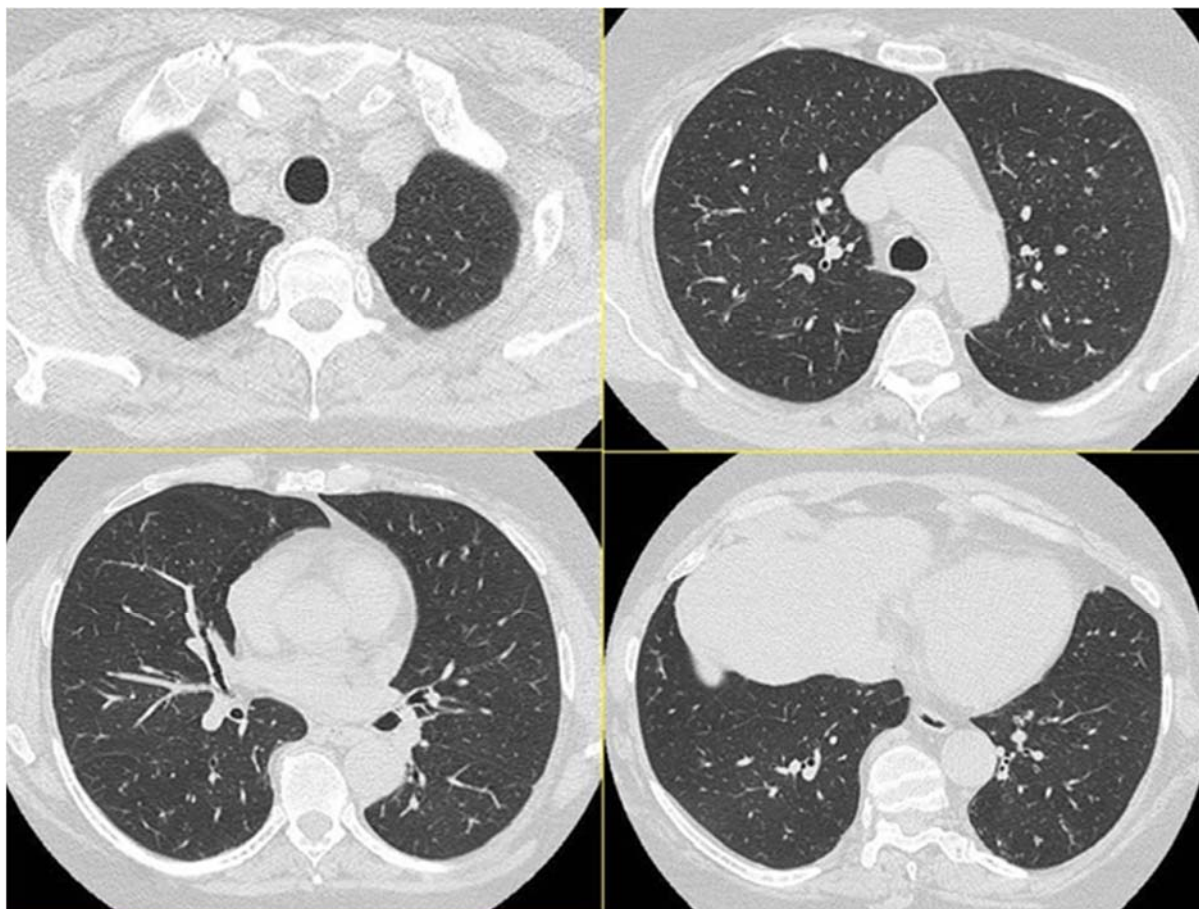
HRCT del torace dopo otto mesi di terapia specifica antimicobatterica.
